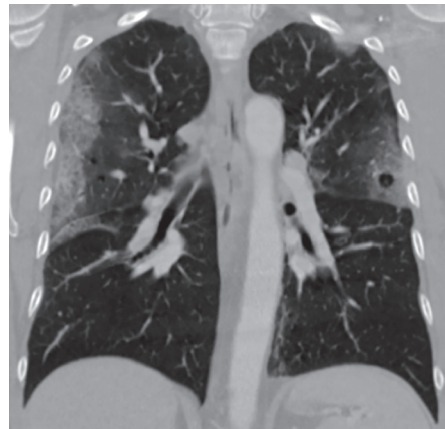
Korrespondierendes CT des Thorax (koronare Schnittführung) mit erheblich ausgehenderen Infiltrationen und sekundären Veränderungen wie Kompaktierung und kleine Bullae (7. Krankheitstag).
